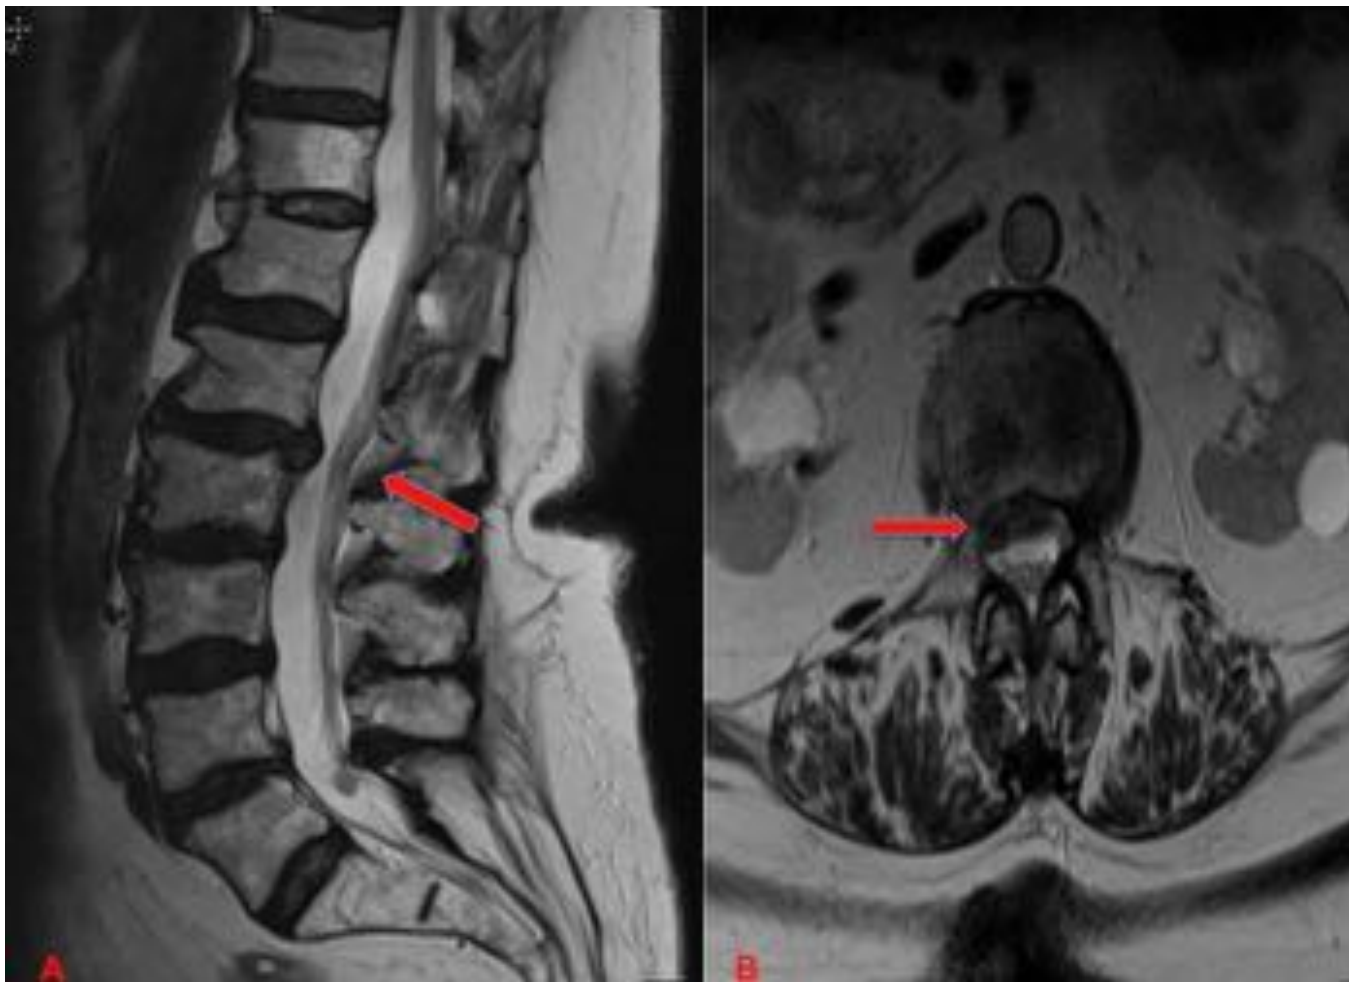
Mujer de 84 años con lumbalgia aguda. Imágenes de RM de columna lumbosacra potenciadas en T2, sagital (A) y axial (B), donde se observa una hernia discal paracentral derecha L1-L2, que invade y disminuye el canal medular.
